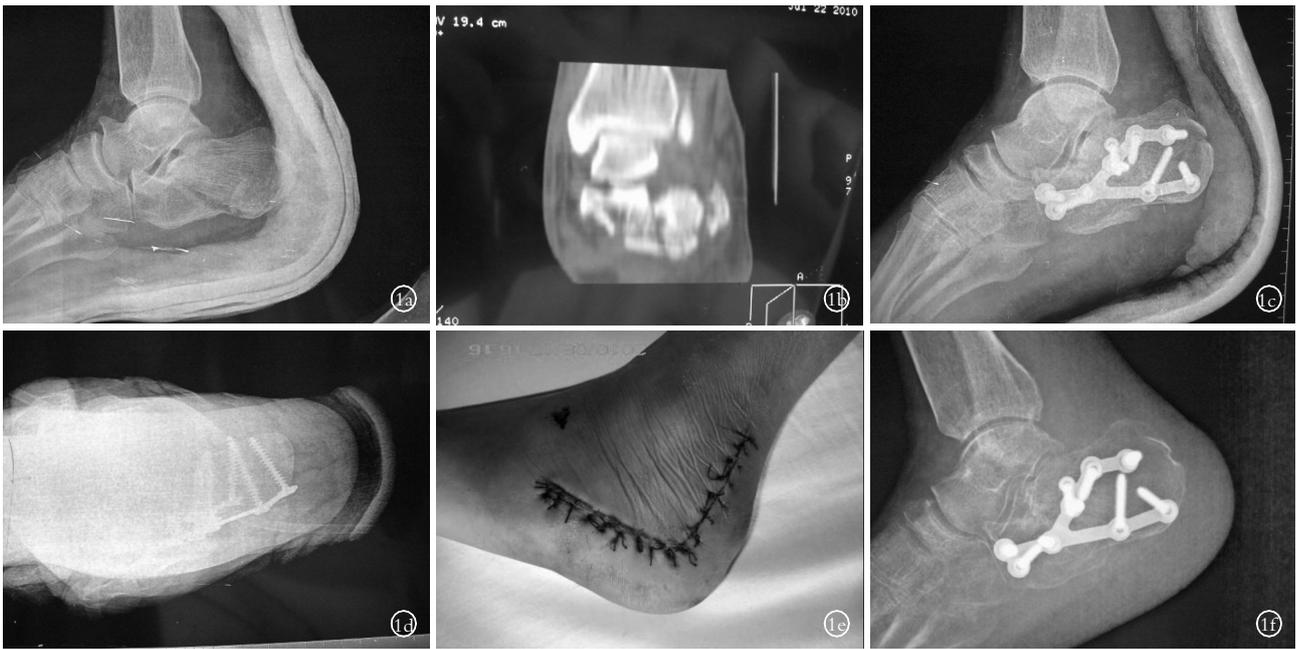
男, 53 岁, 高处坠落致左跟骨骨折 1a, 1b. 术前侧位 X 线片及 CT 示左跟骨骨折 Sanders IV 型 1c, 1d. 术后 2 周侧位及轴位 X 线片示骨折复位, 内固定位置良好 1e. 术后 2 周伤口愈合情况良好 1f. 术后 6 个月侧位 X 线片示骨折愈合良好
